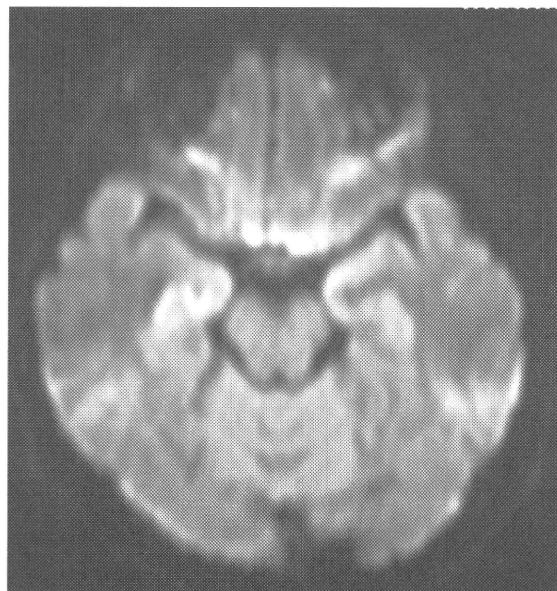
症例 4 の MRI. A, FLAIR 画像、B, ADC マップ ; C, DWI 画像 ; D, T1 強調画像.
